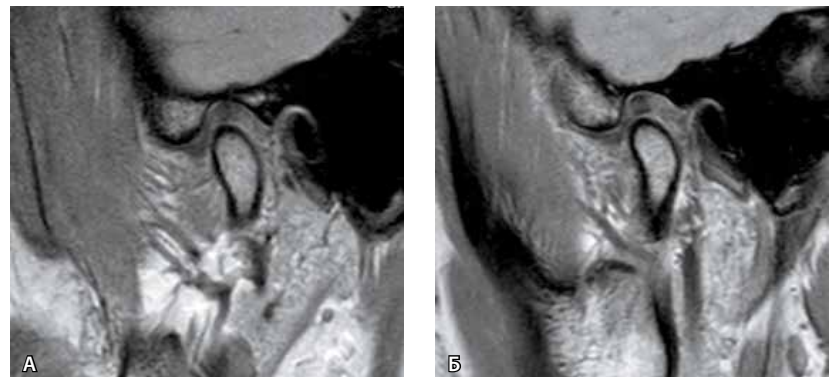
Диагностическая магнитно-резонансная томография височно-нижнечелюстных суставов (ВНЧС) пациентки 1.3 с восковым прикусным шаблоном: А – правый ВНЧС, рот закрыт; Б – левый ВНЧС, рот закрыт
